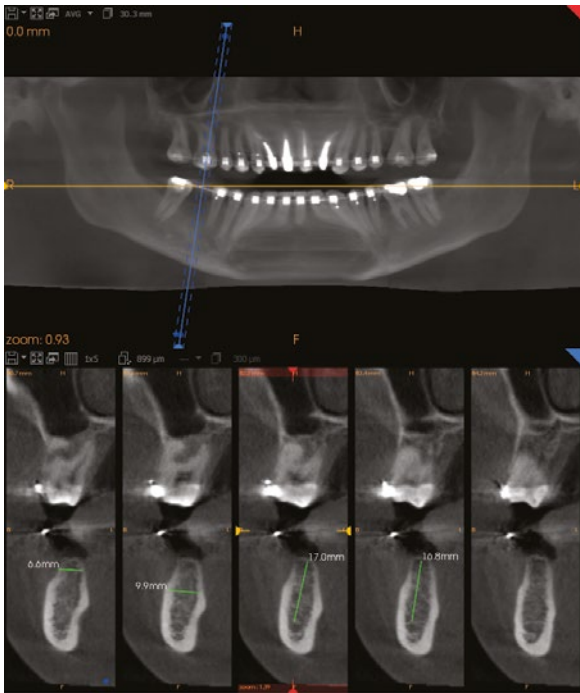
CBCT antes da cirurgia.
